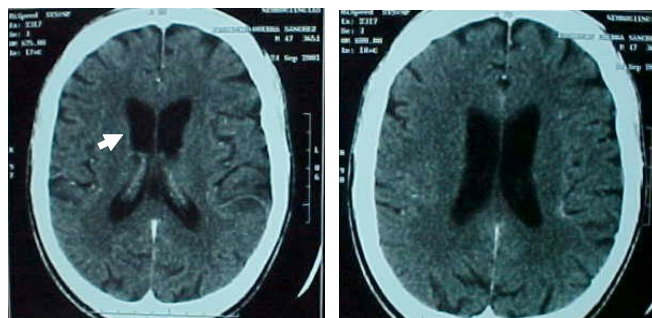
TAC cerebral del caso índice que muestra atrofia cerebral difusa y pérdida de los ángulos de núcleos caudados de forma bilateral (ver la flecha blanca en ángulo derecho).
